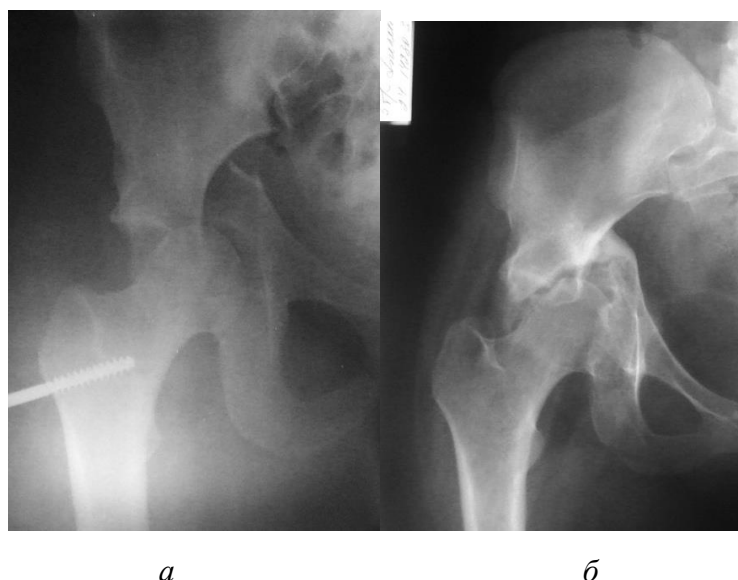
Рентгенограммы правого тазобедренного сустава через 3 дня (а) и через 1 год (б) после травмы.
